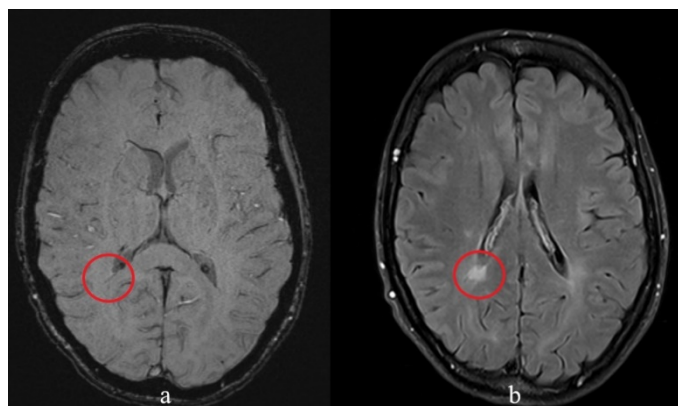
Пациент 25 лет с верифицированным диагнозом РС (ремиттирующий тип течения): а - FLAIR; б - SWI. Симптом центральной вены (обведено)
